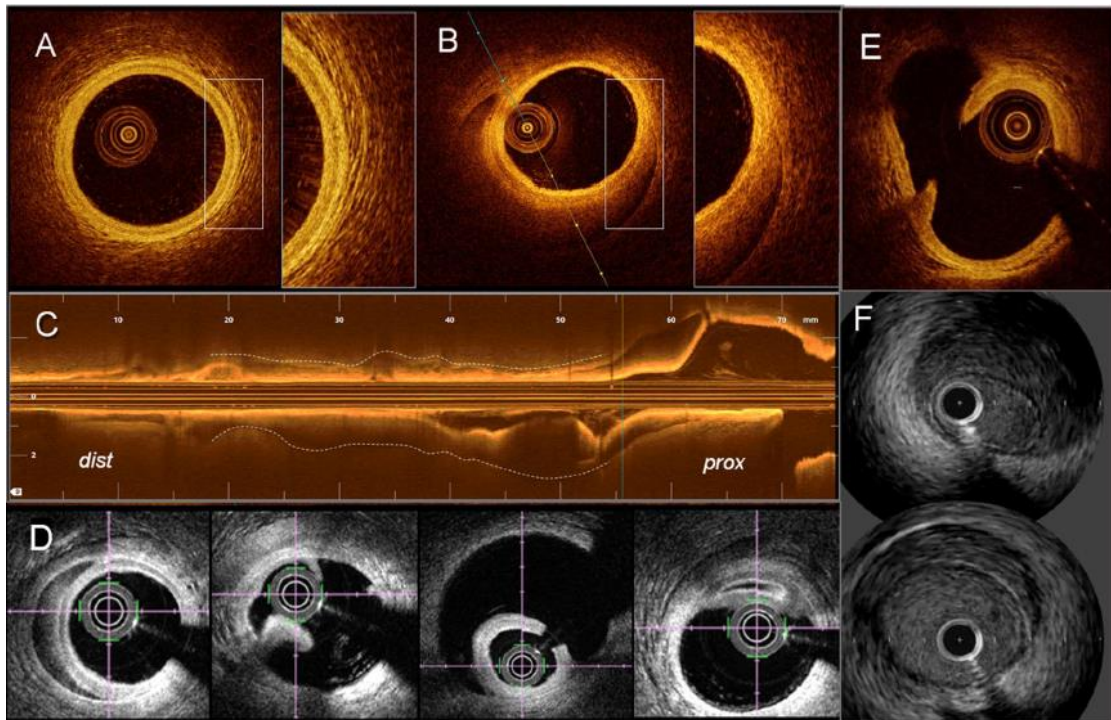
Imagerie endo coronaire de dissection coronaire spontanée. A, Image OCT d'une artère coronaire normale montrant les 3 couches de la paroi artérielle. B, Image OCT d'un hématome intramural au niveau de la média de la paroi artérielle. C, Image OCT longitudinale d'un hématome intramural à l'origine d'une réduction de calibre de la lumière artérielle. D, Image OCT d'un hématome intramural, puis d'une rupture intimale avec aspect de double lumière artérielle, puis image montrant le guide dans la vraie lumière, puis image montrant le guide dans la fausse lumière (de gauche à droite). E, Autre exemple d'aspect OCT d'une rupture intimale avec double lumière artérielle. F, Image IVUS d'un hématome intramural. OCT, optical coherence tomography (imagerie par cohérence optique) ; IVUS, intravascular ultrasound imaging (imagerie intravasculaire par ultrasons).
